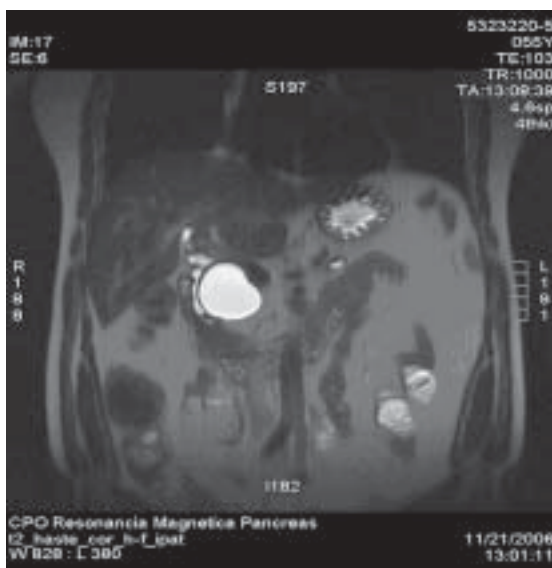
Resonancia magnética de abdomen que muestra desplazamiento y compresión de la vía biliar.
